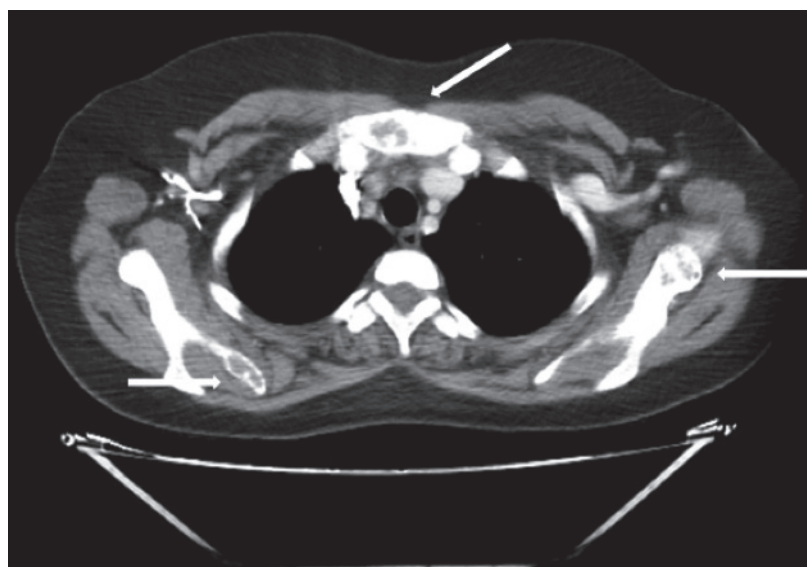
TAC de tórax. Lesiones en esternón y escapula bilateral (las flechas blancas señalan las más evidentes)
